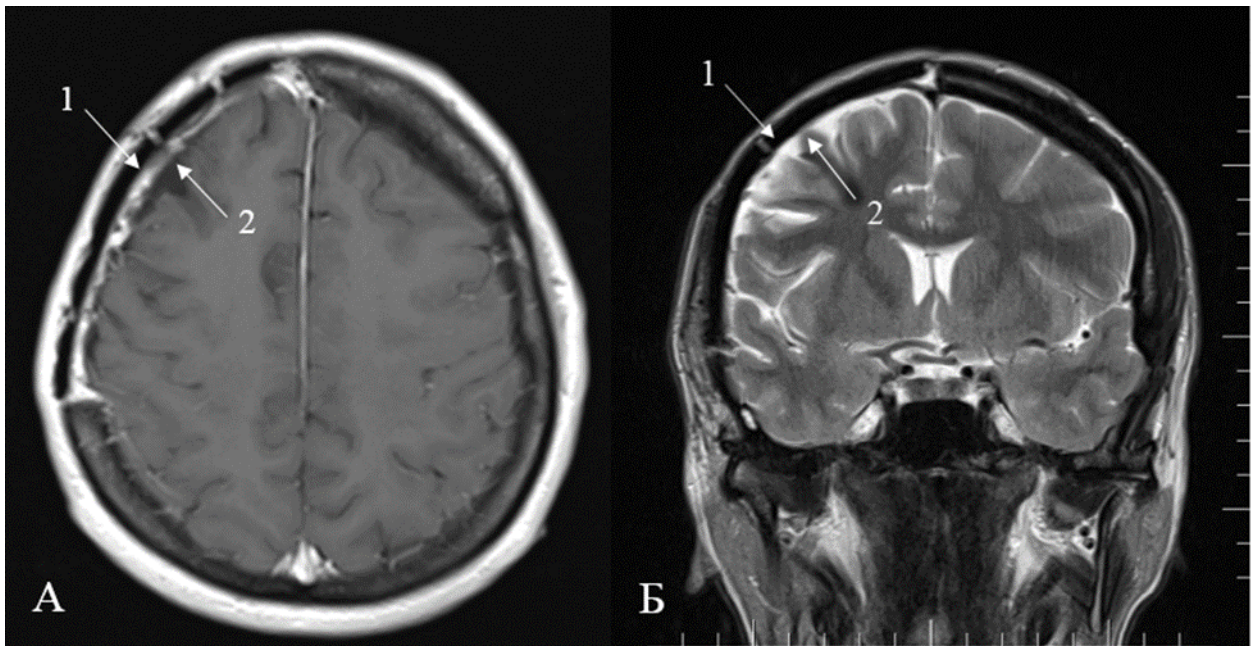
Контрольные снимки через 3 месяца после выписки. А (МРТ головного мозга аксиальный срез, T1-взвешенное изображение с контрастированием); Б (МРТ головного мозга коронарный срез, T2 – взвешенное изображение): 1 – имплант из полиметилметакрилата; 2 – зона послеоперационных изменений в ложе удаленной опухоли
